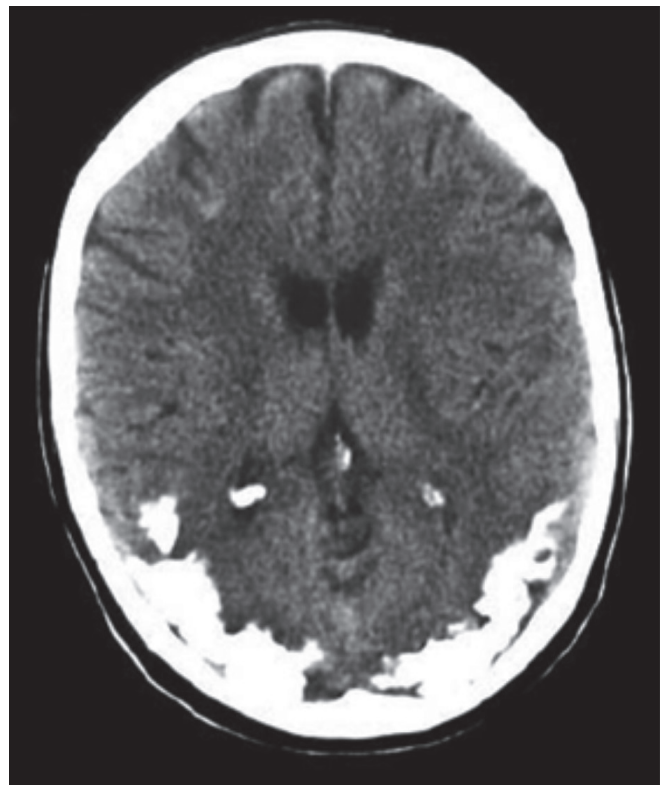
TC encefalo: pattern tipico di calcificazioni cerebrali nei pazienti con sindrome da celiachia, epilessia e calcificazioni cerebrali (CEC). Calcificazioni di forma serpigginosa a livello delle regioni parieto-occipitali, bilateralmente.
